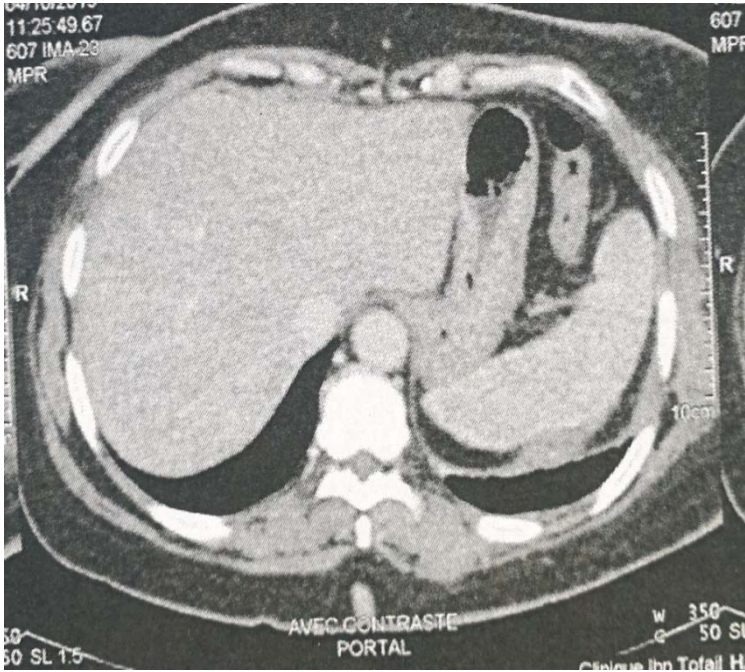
TDM abdominale montrant un aspect normal du foie
